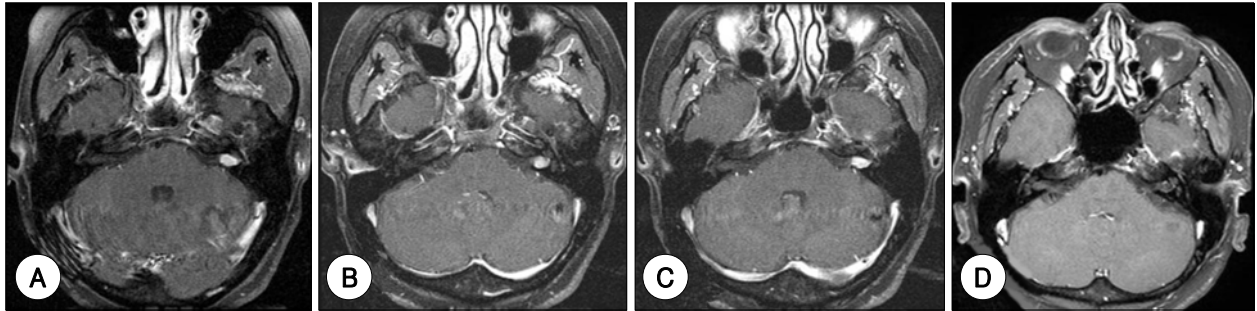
Preoperative and postoperative MR images. A : Preoperative T1-weighted, contrast-enhanced MRI scan shows a well-enhancing tumor confined to the internal auditory canal. B : Postoperative MRI scan (1 year) shows a recurrent tumor confined to the internal auditory canal. C : Postoperative MRI scan (2 years) shows a tumor which slightly more enlarged. D : Postoperative MRI scan (1 year) after revision middle cranial fossa shows no recurrent or residual tumor.
